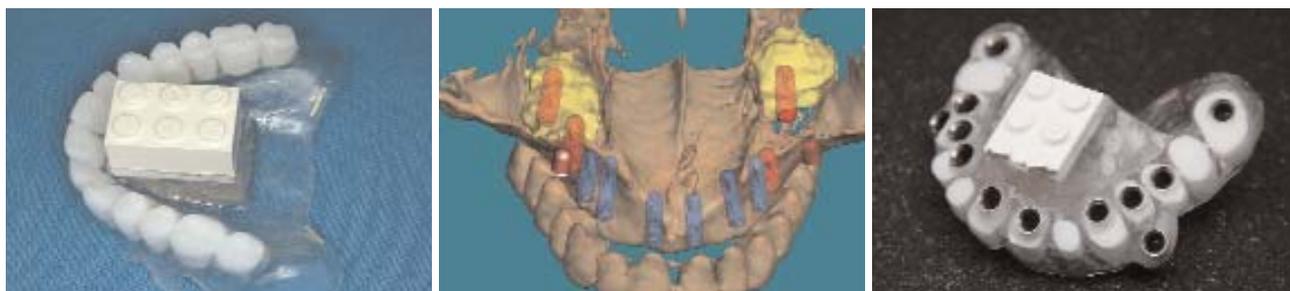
Röntgenschablone mit Zahnaufstellung. – Abb. 2: Operationsplanung für Flapless-SALSA. – Abb. 3: Operationsschablone für Flapless-SALSA.
